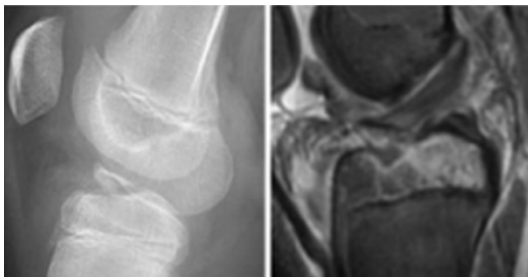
A. Radiografía lateral donde se evidencia FAET inicialmente clasificada como Tipo III según Meyers-McKeever. B. Es reclasificada como Grado 2 Green & Tuca con RM que mostró ≤2mm de desplazamiento posterior y la ausencia de partes blandas bloqueando la reducción.
